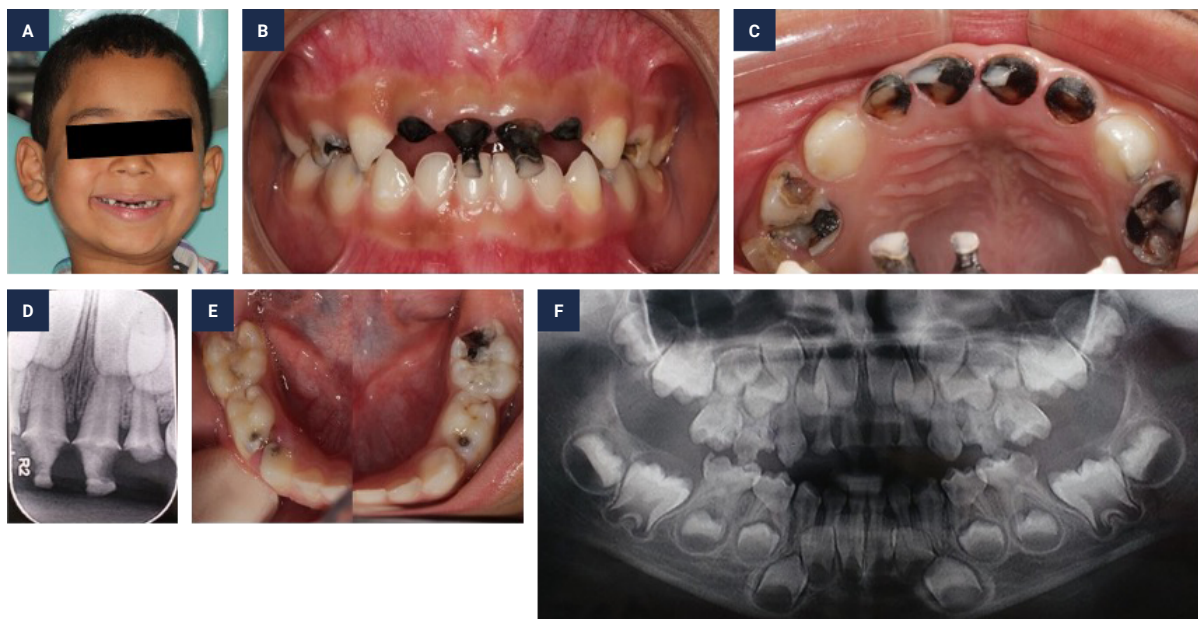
(A) Aspecto clínico do paciente sorrindo com cárie severa da infância; (B) Aspecto clínico inicial dos dentes superiores; (C) Aspecto clínico inicial dos dentes inferiores; (D) Imagem radiográfica periapical da região anterossuperior; (E) Aspecto clínico dos dentes inferiores; (F) Imagem radiográfica panorâmica.
